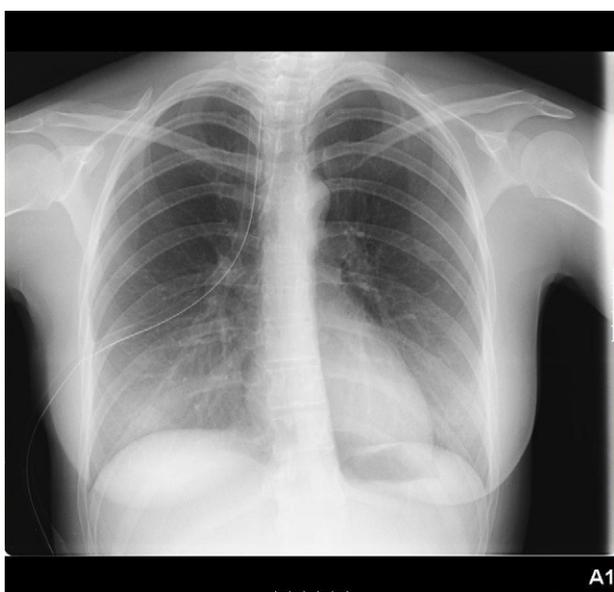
Radiografía de tórax de neumotórax derecho con drenaje endopleural derecho.
